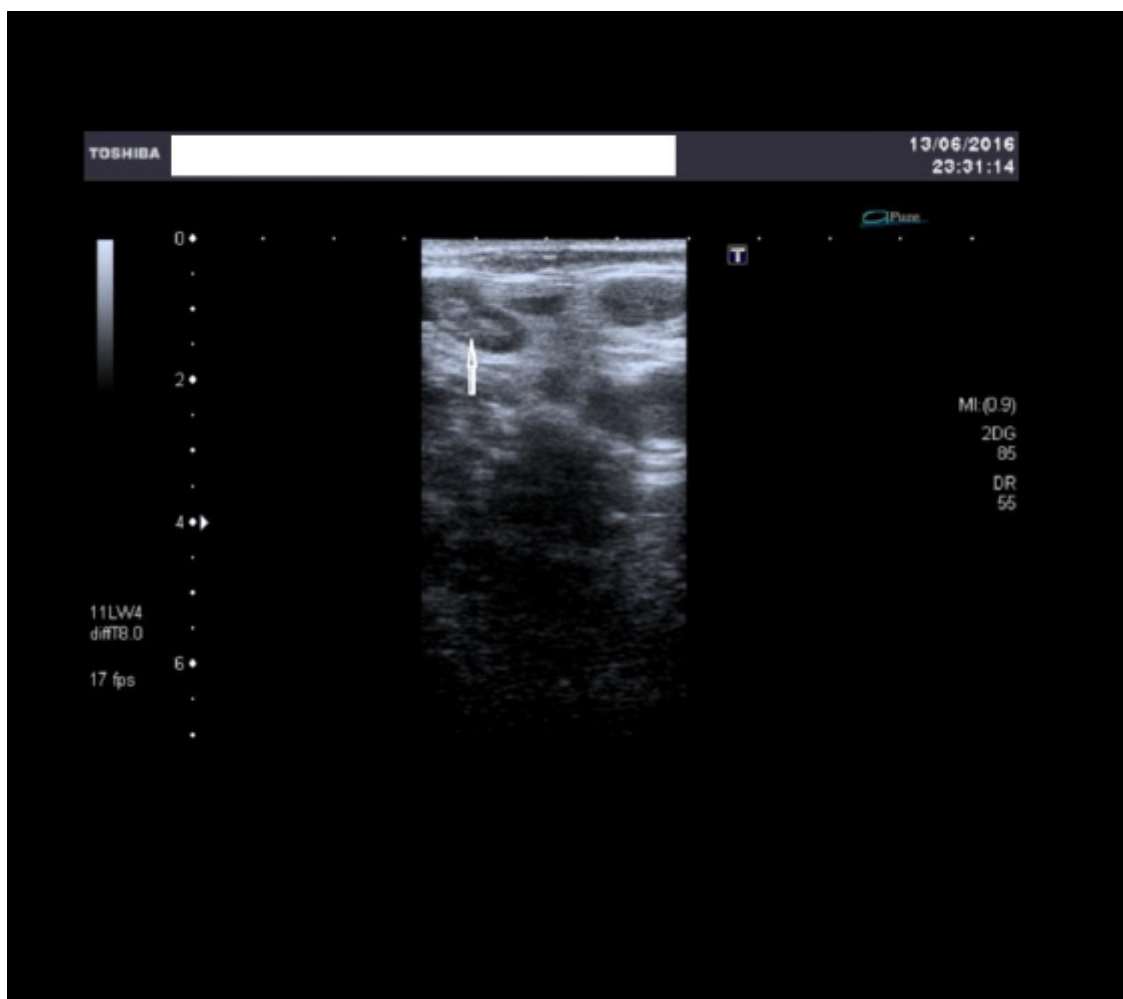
Ecografía venosa del lecho poplíteo.
